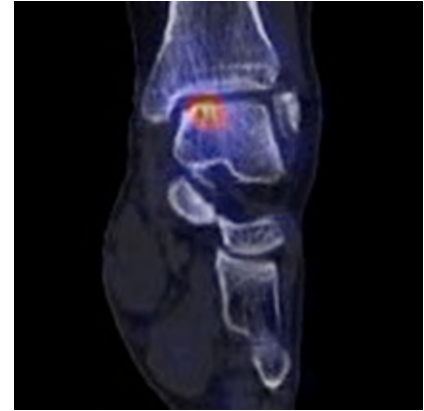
▲ SPECT-CT (Einzelphotonen-Emissionscomputertomographie) mit szintigraphischer Darstellung der Osteoblastenaktivität basierend auf CT-Bildern
